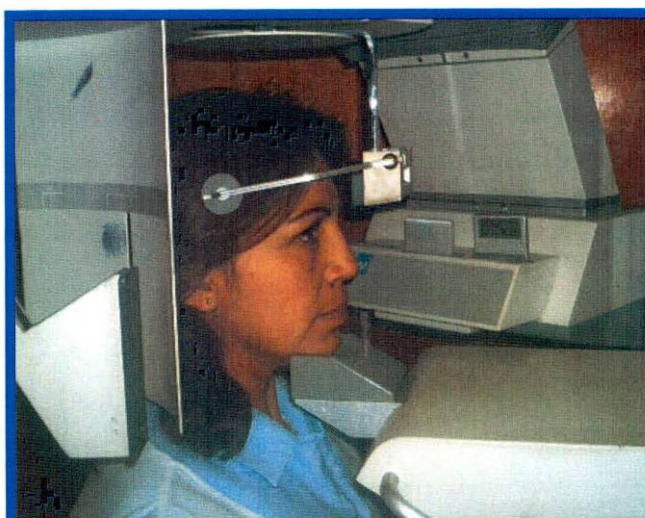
Técnica Radiografía Panorámica en Paciente
